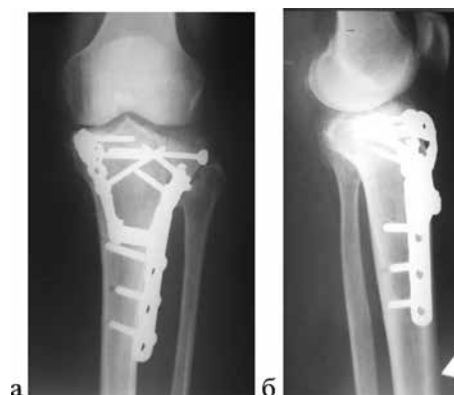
Пациентка С., 56 лет. Рентгенограмма левого коленного сустава: а – прямая проекция; б – боковая проекция. Установлена монолитная пластина-фиксатор без замка
